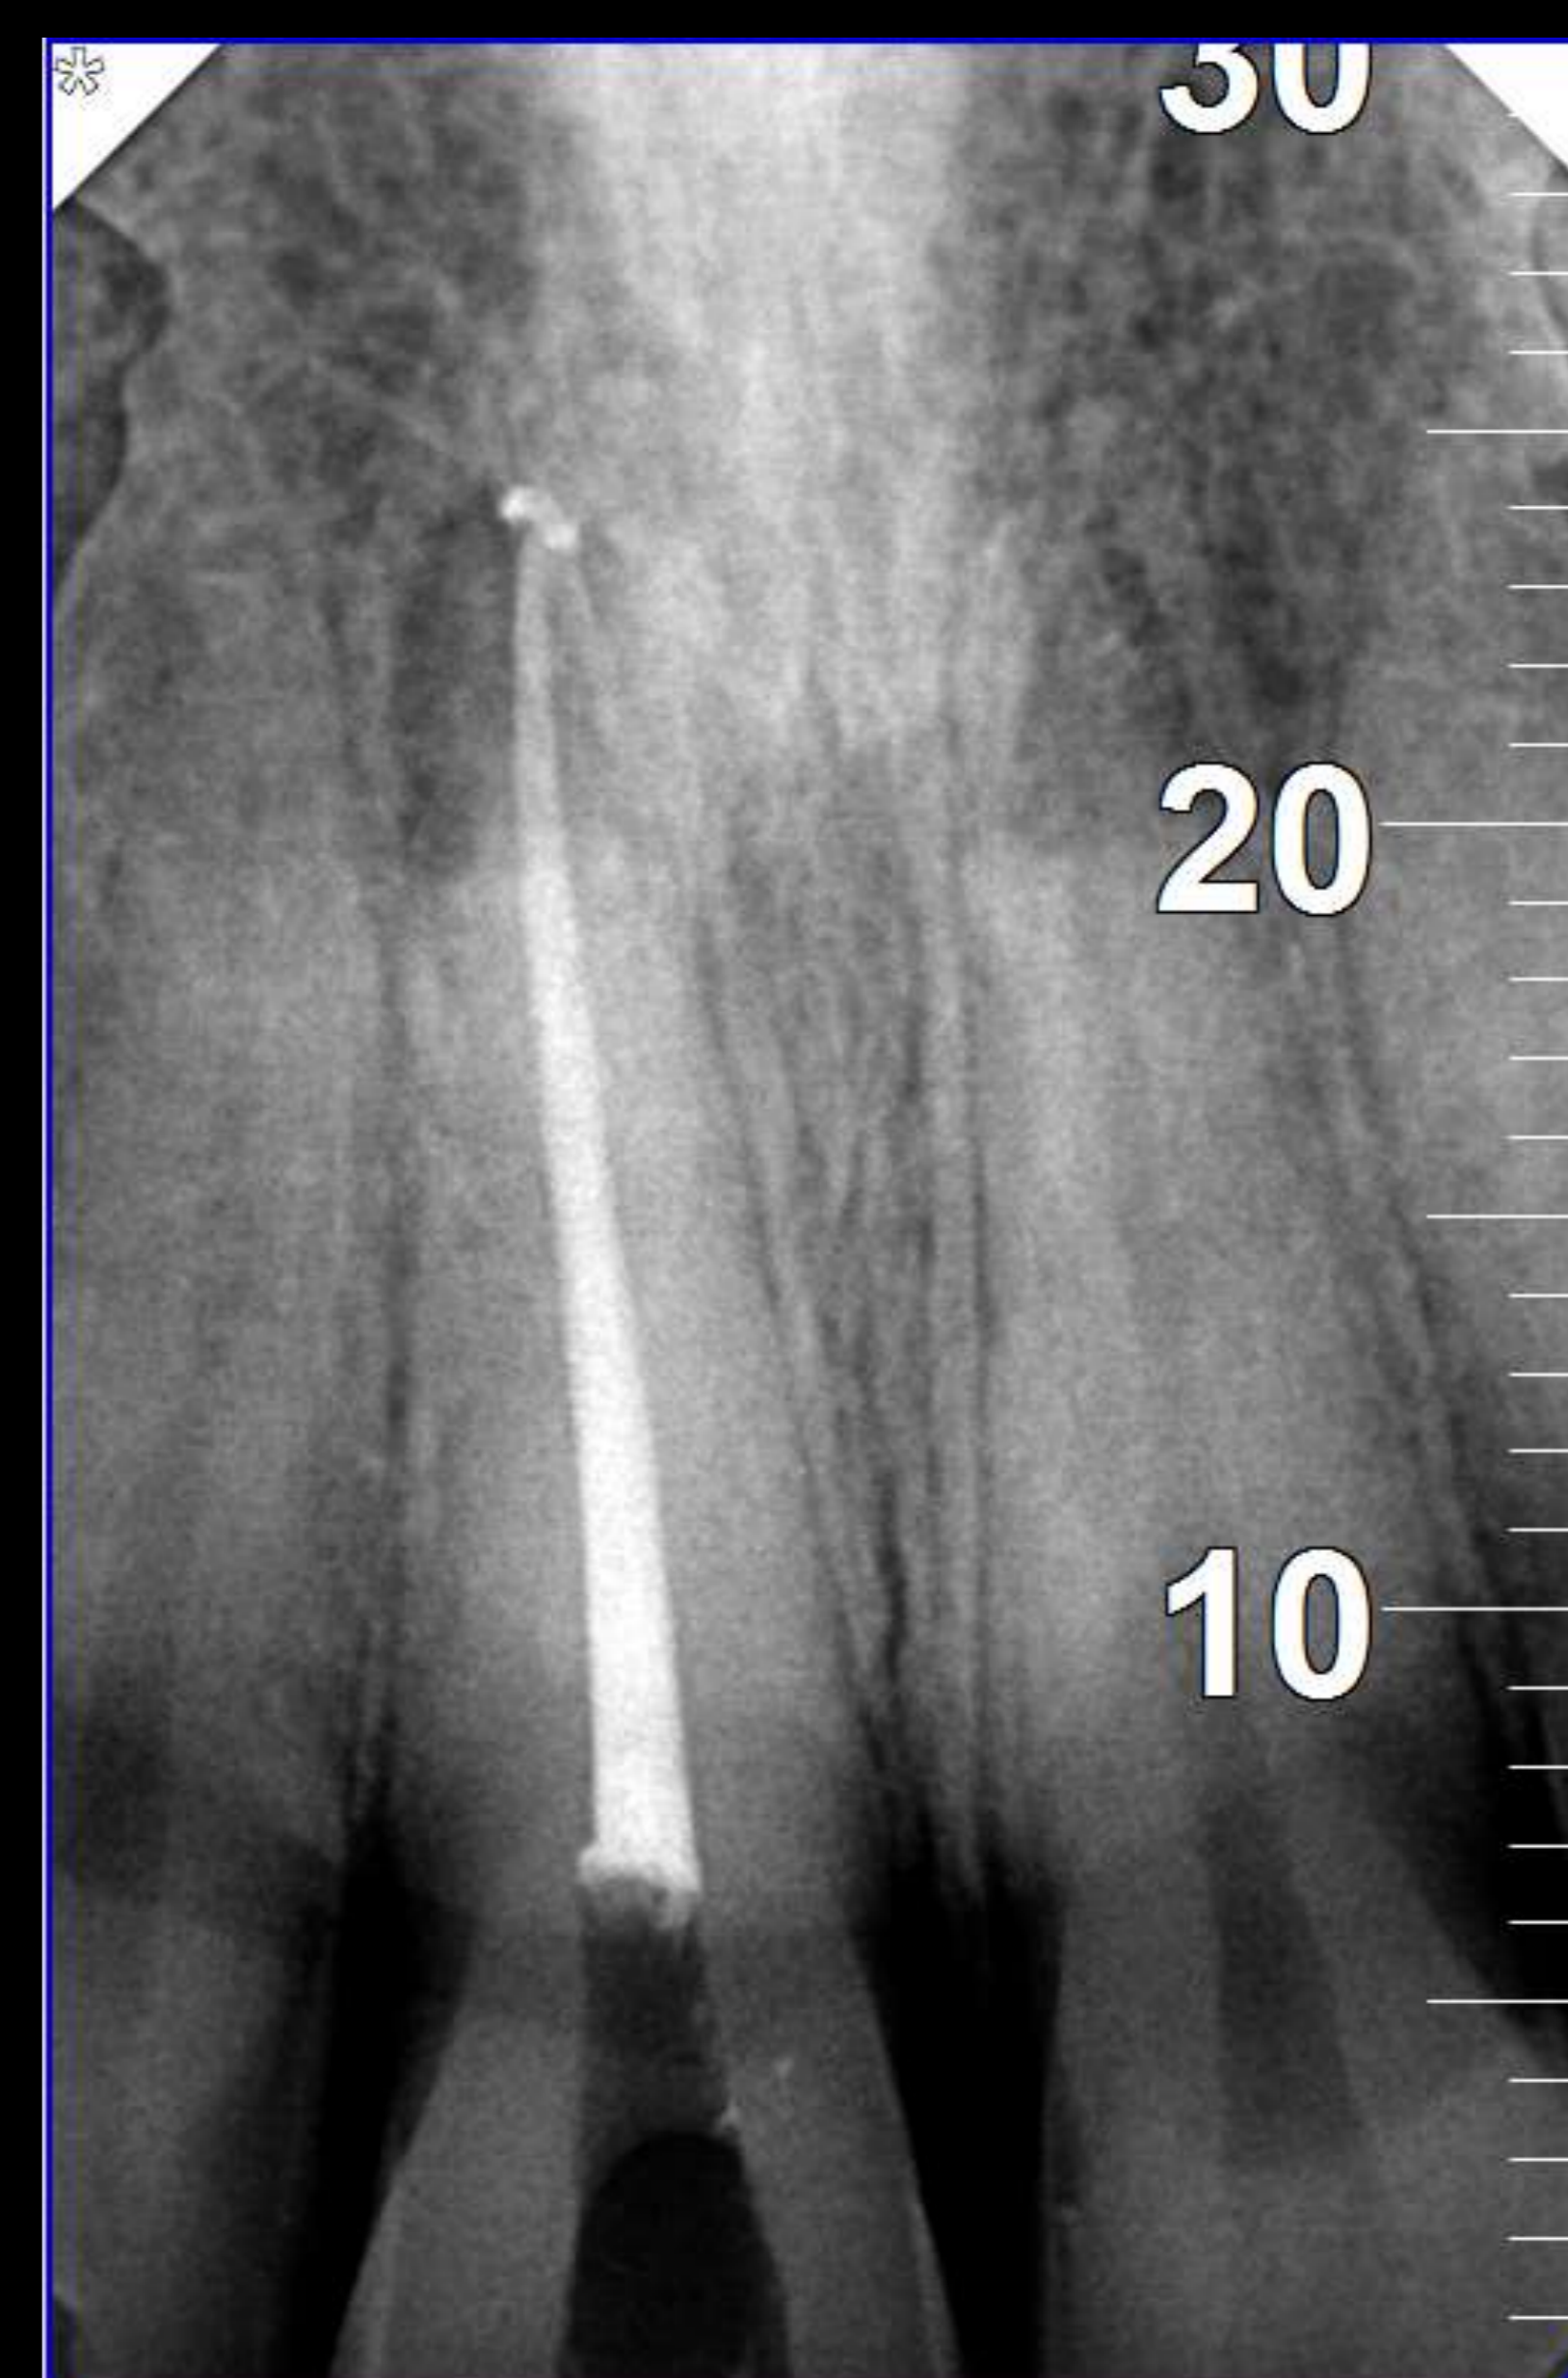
Radiografia final.
